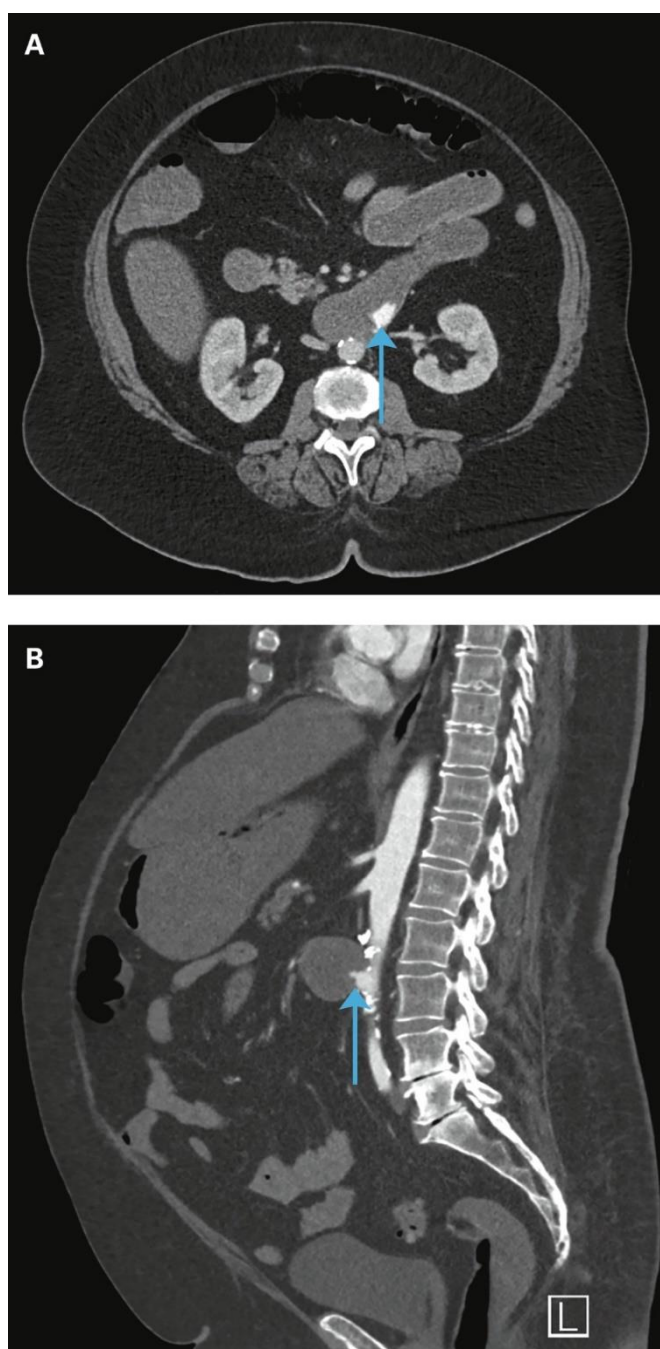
Coupe axiale (A) et sagittale (B) de l'angio-TDM qui montre le passage du produit de contraste dans le duodénum (portion horizontale) depuis l'aorte infra-rénale.[47]
